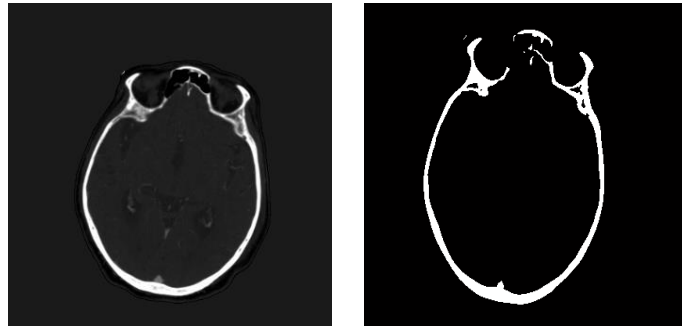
Imágenes del cráneo segmentado resultantes de aplicar la técnica de umbralización a imágenes de TC.
